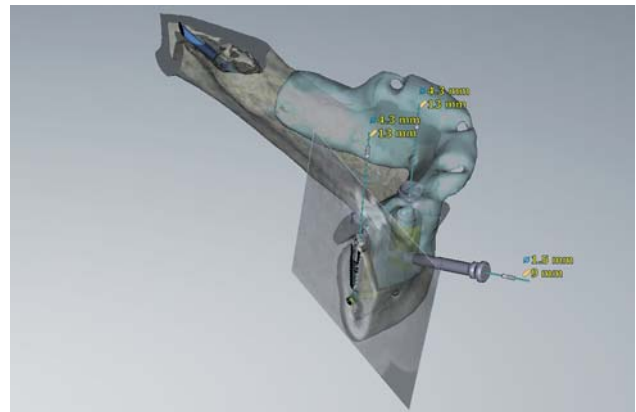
„Clipping“ und semitransparente Röntgenquerschnitte werden auch in der 3-D-Ansicht unterstützt und erweitern das Spektrum an diagnostischen Möglichkeiten zusätzlich.
